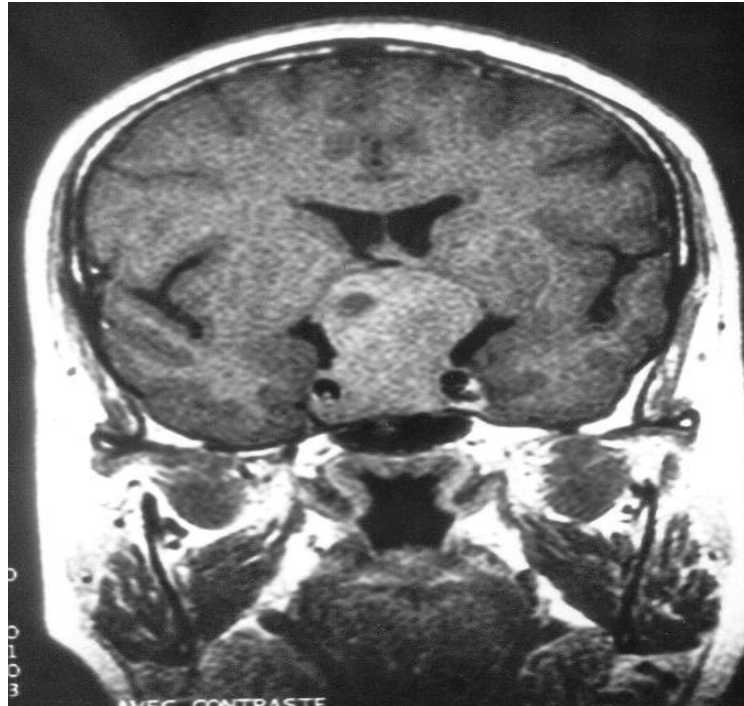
IRM en Coupe coronale T1 : macro-adénome à développement supra-sellaire comprimant le 3ème ventricule. Noter les carotides internes en hypo-signal « les yeux de l'adénome »
